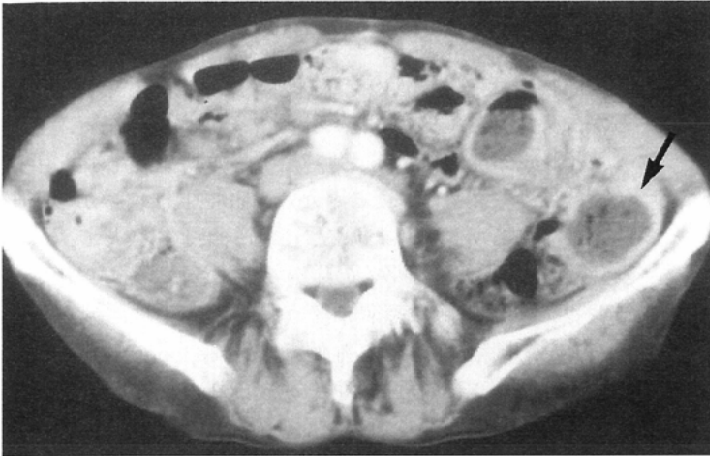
76 years old male diagnosed strangulated bowel obstruction due to post surgical adhesion. Pre-CT examined 10 days before abdominal attack, shows focally dilated fluid-filled bowel loop with wall thickening (→).
